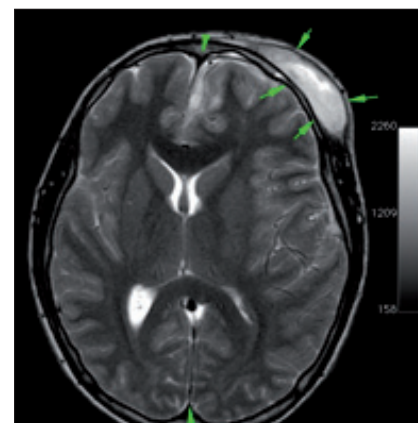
Resonancia magnética. Fase T2. Desviación a derecha de estructuras cerebrales de línea media (cabeza de flechas). Absceso extracraneano frontal (flechas).
